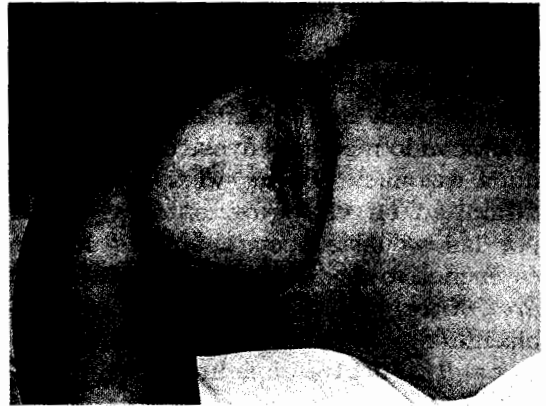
Angiosarcoma dérmico a los 5 años del TC.
